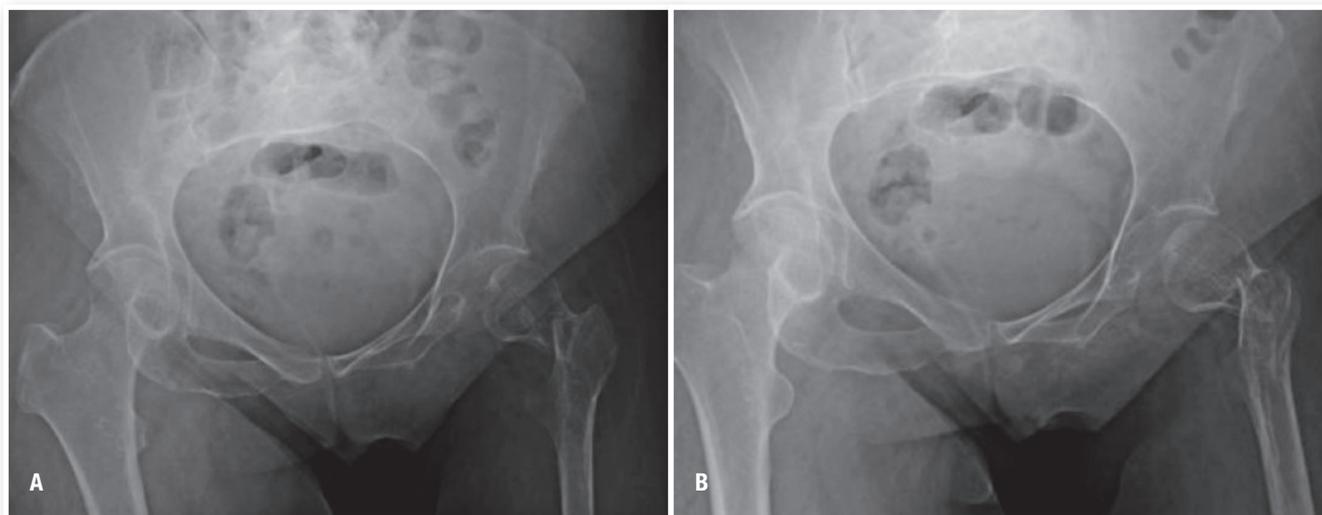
Radiografia anteroposterior da bacia. A) Sem rotação interna de 15°. B) Com rotação interna de 15° do membro.
